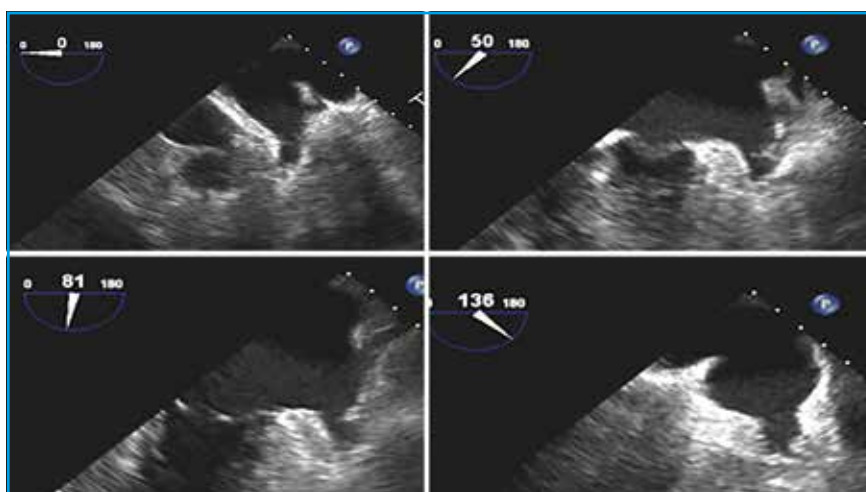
Incidences d'évaluation de l'auricule gauche en échographie transœsophagienne (0°, 45°, 90°, 135°).
